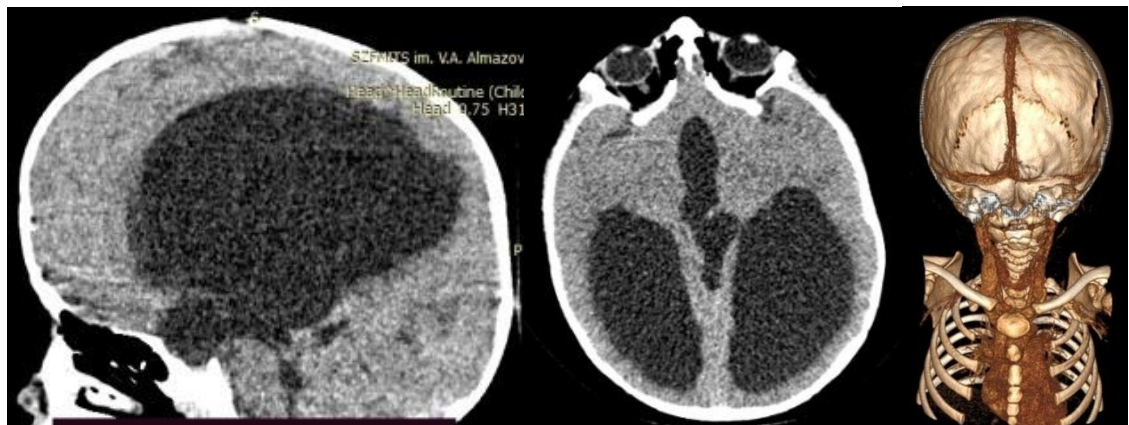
Больная А., 1 год, (И/б № 26424/С2018), д-з: Тривентрикулярная гидроцефалия СКТ головного мозга и СКТ-венография — отмечается выраженная вентрикуломегалия, отмечается асимметрия поперечных и сигмовидных синусов (D>S)
